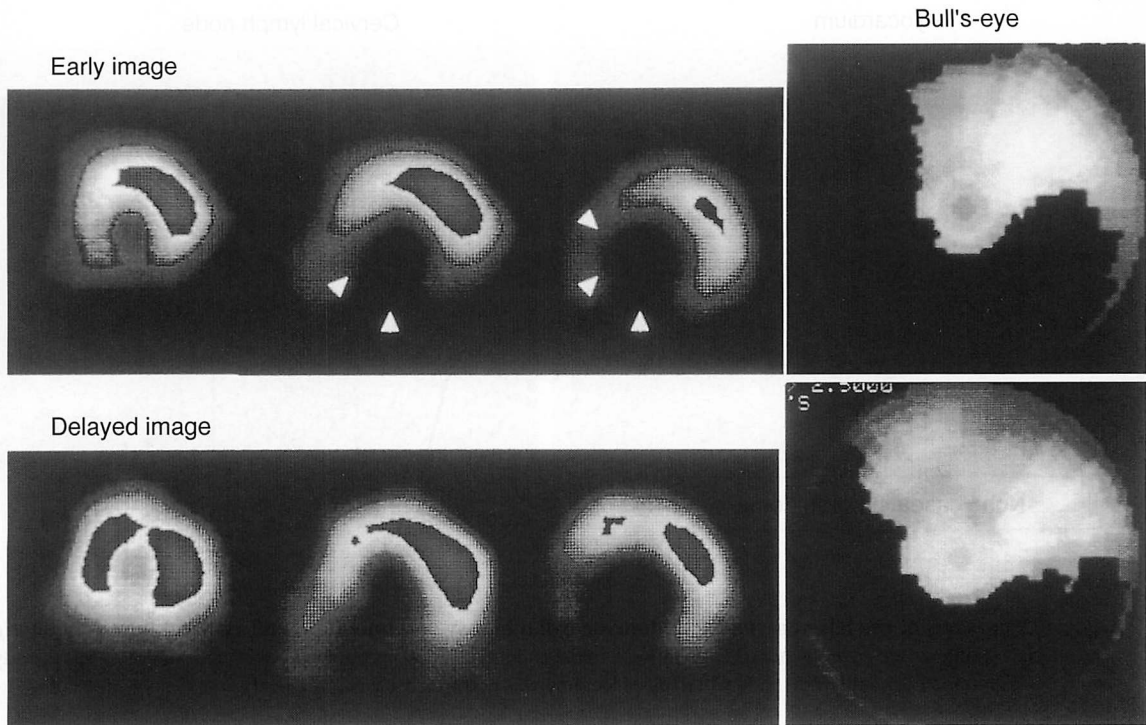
Early (*upper*) and delayed (*lower*) images of exercise thallium-201 myocardial scintigraphy
